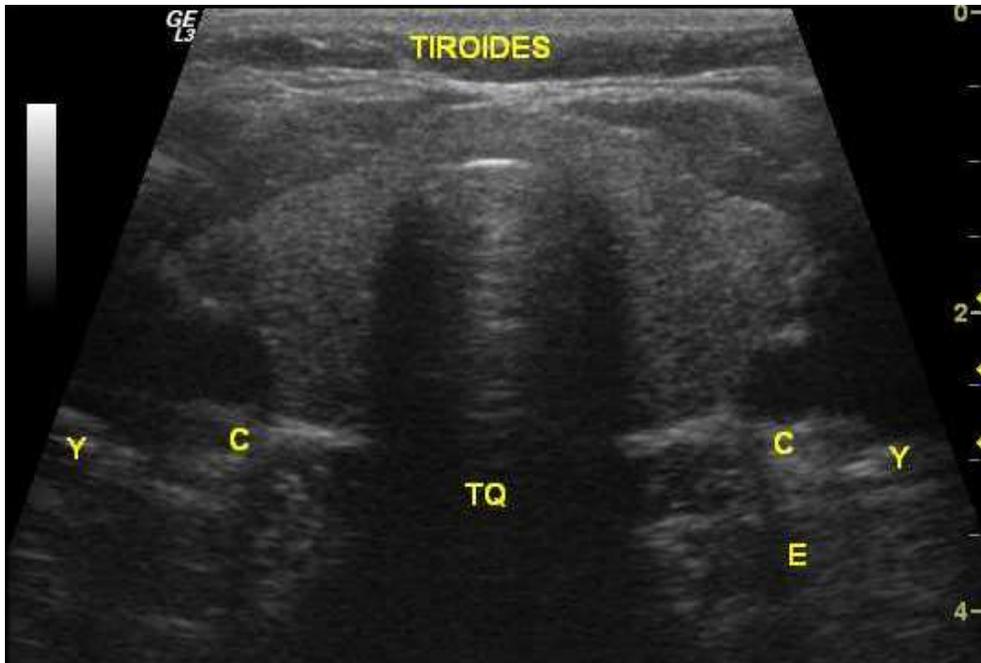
ULTRASONIDO DE GLANDULA TIROIDES NORMAL.
